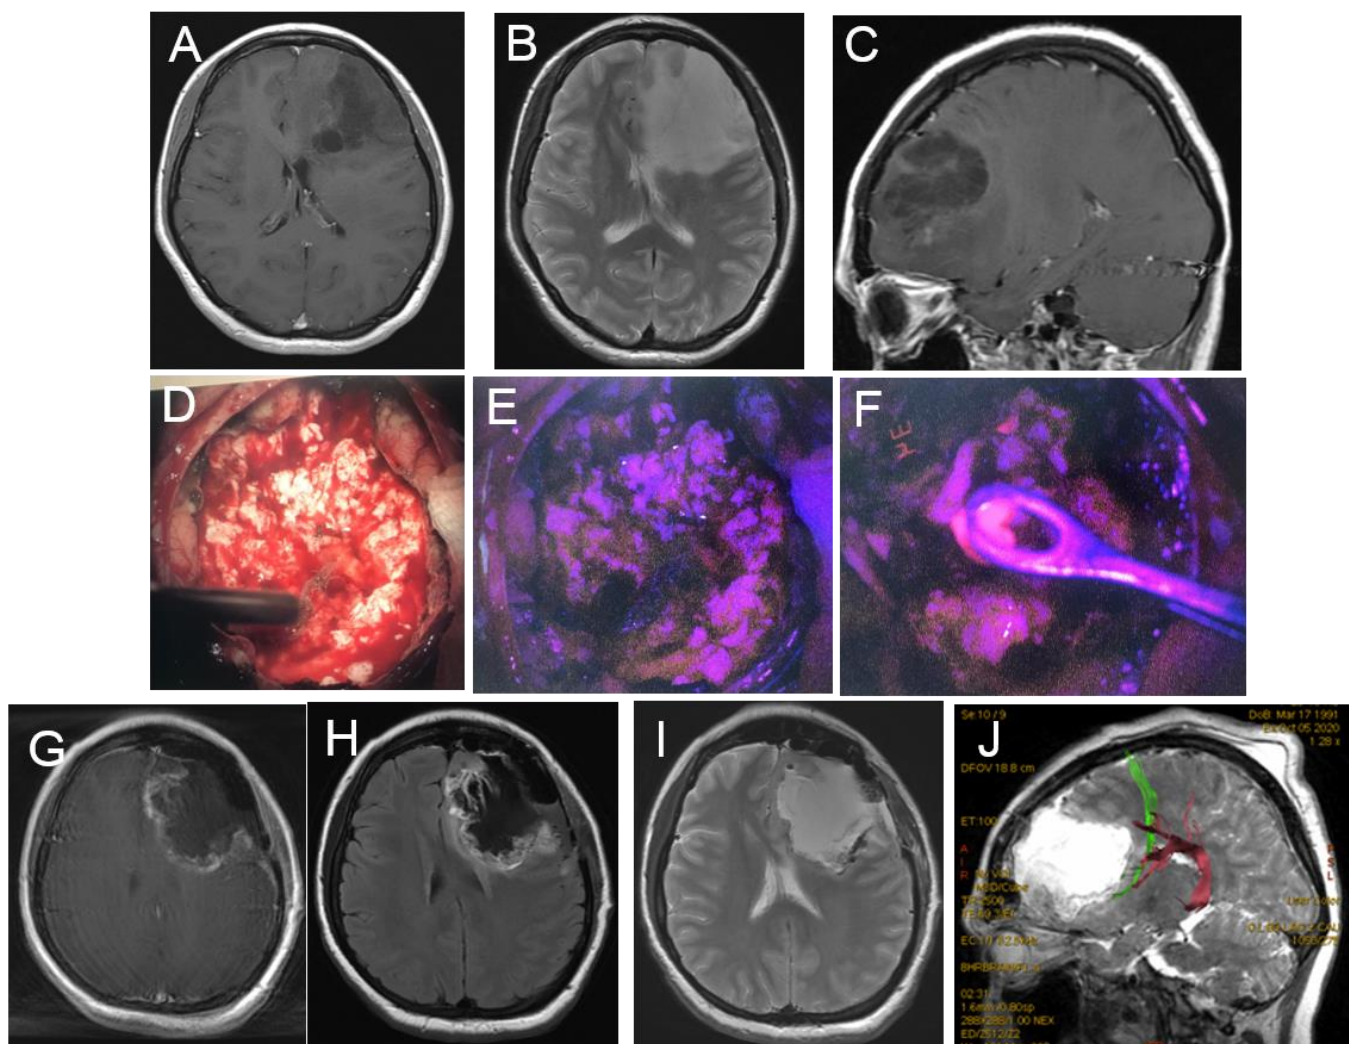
Ж., 29 лет, клиническое наблюдение 10: детекция анапластического фокуса в структуре неконтрастирующейся по данным МРТ глиомы. А: дооперационная МРТ, аксиальный срез, T1 режим с контрастом, В – дооперационная МРТ, T2 режим, аксиальный срез, С – дооперационная МРТ, сагиттальный срез с контрастом. D – интраоперационная фотография в микроскопе в белом свете E – интраоперационная фотография в микроскопе во флуоресцентном режиме, отмечается слабо-розовое свечение основной массы опухолевой ткани F - интраоперационная фотография в микроскопе во флуоресцентном режиме, детекция анапластического фокуса глиомы - отмечается яркое свечение анапластического участка опухоли G – послеоперационная МРТ с контрастированием, аксиальный срез в T1 режиме H - послеоперационная МРТ с контрастированием, аксиальный срез в T2 FLAIR режиме I - послеоперационная МРТ в T2 режиме, аксиальный срез, J – послеоперационная МРТ трактография, сагиттальный срез, зеленый цвет – лобный косой пучок (ФАТ), багровый цвет – передний сегмент аркуатного тракта. Оба пучка вблизи заднего контура послеоперационной полости.
